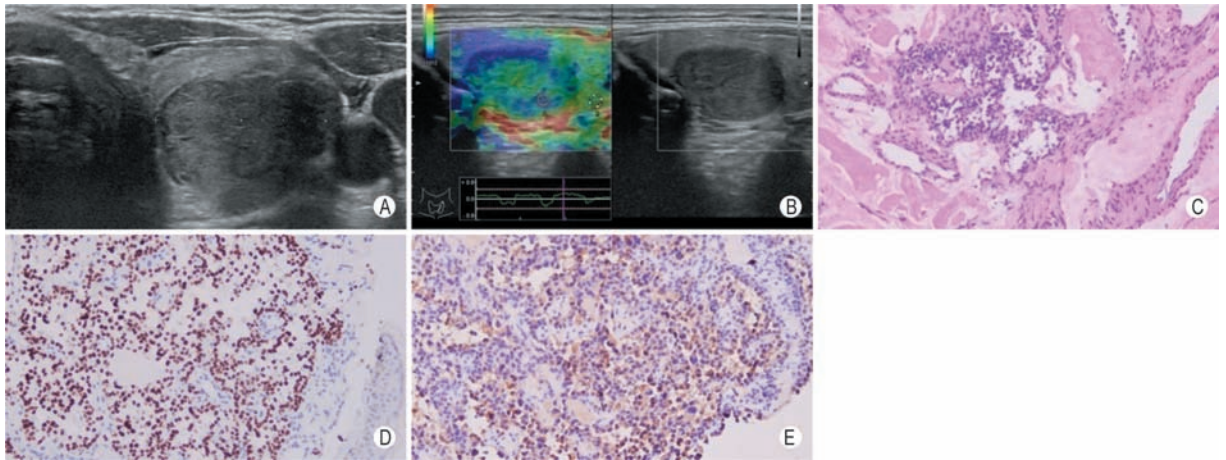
IHC 染色确诊甲状腺髓样癌 A: 甲状腺低回声结节, 境界清晰, 回声均匀, 后方回声轻度增强, 超声影像提示小滤泡型腺瘤可能较大; B: 超声弹性成像显示结节中央区域质地大部分为中等硬度, 提示不能除外恶性肿瘤可能; C: CNB 所获标本组织学镜检 (HE, $\times 200$) 显示癌细胞呈巢状及乳头状分布, 细胞圆形、卵圆形, 核大深染, 显著异型, 间质内见红染均质的淀粉样物质沉积; D: TTF-1 呈细胞核内强阳性表达, 提示该肿瘤来源于甲状腺组织 (IHC, $\times 200$); E: CT 呈细胞质内弥漫强阳性表达, 提示该肿瘤来源于甲状腺滤泡旁 C 细胞 (IHC, $\times 200$)。综合超声影像、HE 染色组织学、TTF-1 和 CT 的 IHC 染色组织学表现, 诊断该结节为甲状腺来源的髓样癌
